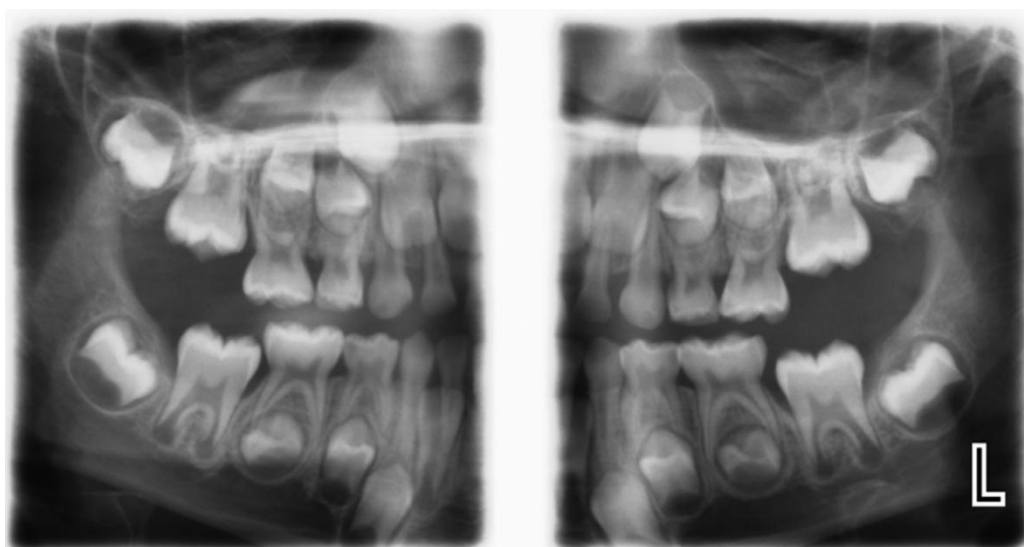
Radiografia Bitewing Extraoral. Retirada de (D. MacDonald & Reitzik, 2022)
